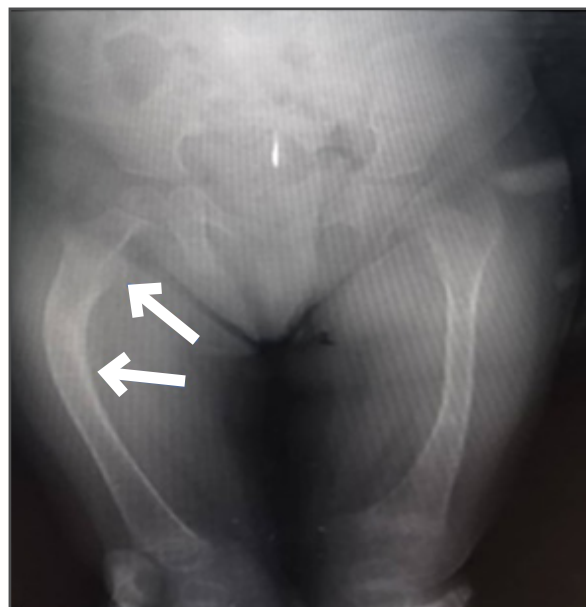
Radiografía de pelvis.
